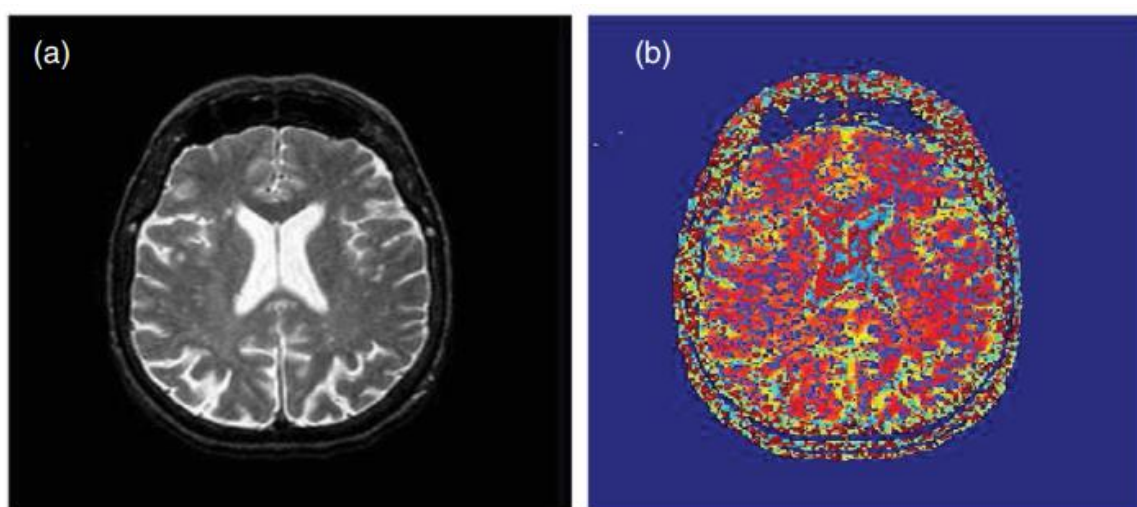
МРТ головного мозку до і після попередньої обробки
